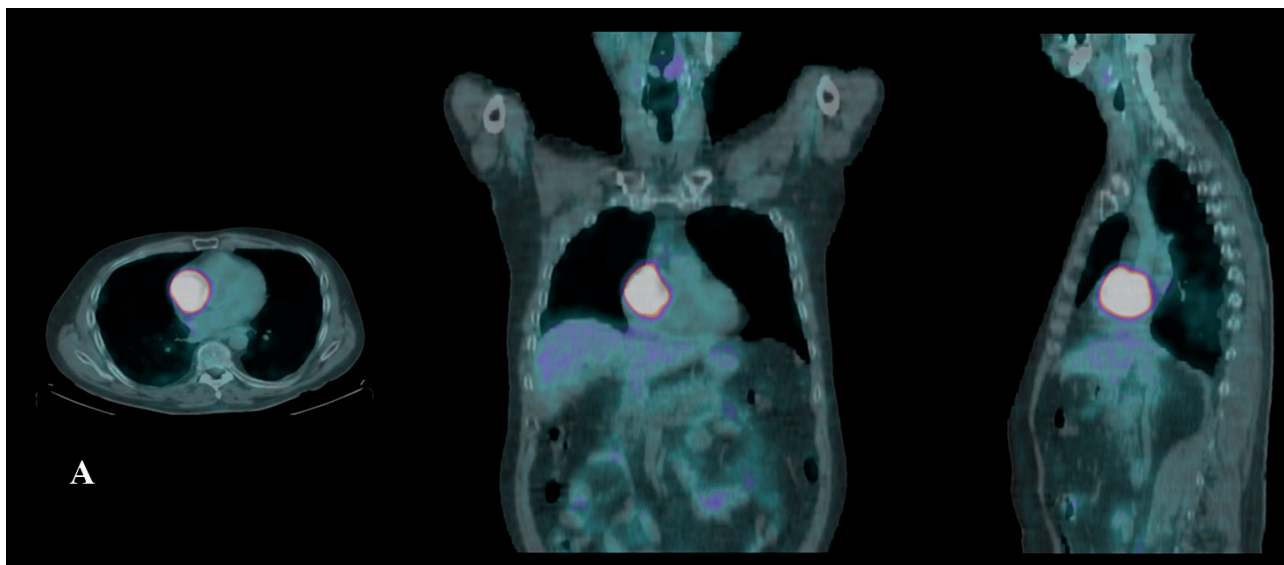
A, B. PET-CT-scan (coupe frontale, sagittale et transversale) montrant une hyperfixation de fluoro-désoxy-glucose (18-FDG) dans la tumeur intra-auriculaire droite, correspondant à un hypermétabolisme focal au sein de cette métastase cardiaque du mélanome.
